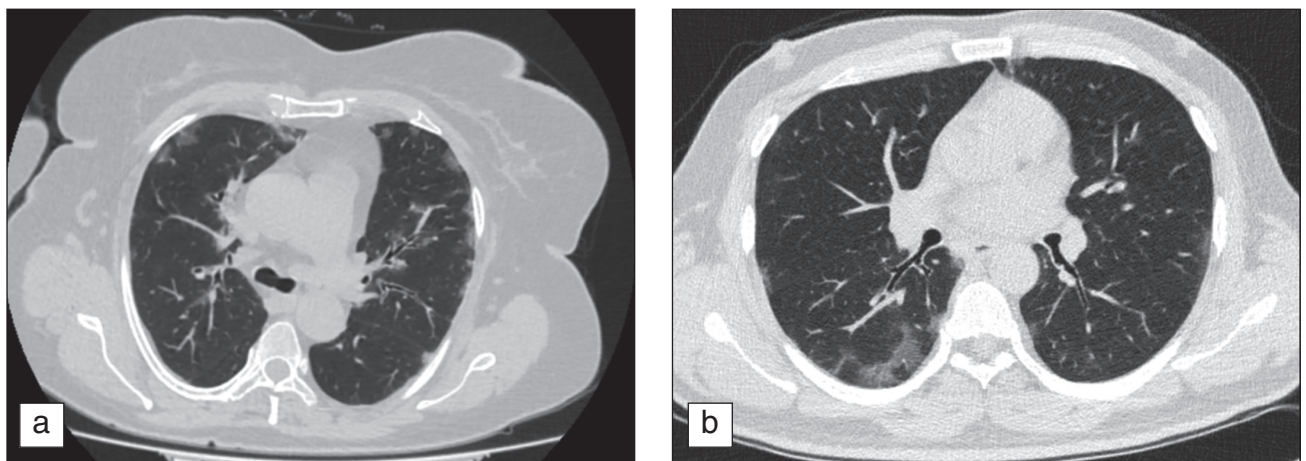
图 3在COVID-19大流行前和期间比较病毒性肺炎的图像时,胸部CT显示: a — 磨砂玻璃类型压实肺组织多发胸膜下定位区域(2019年4月); b — 由病毒引起的非典型肺炎的相似图(2020年4月)。
